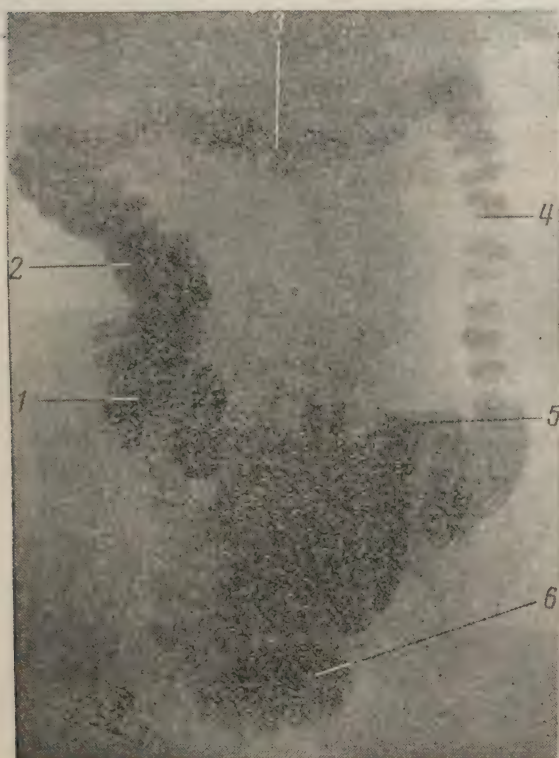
Рентгенограмма толстых кишок.
